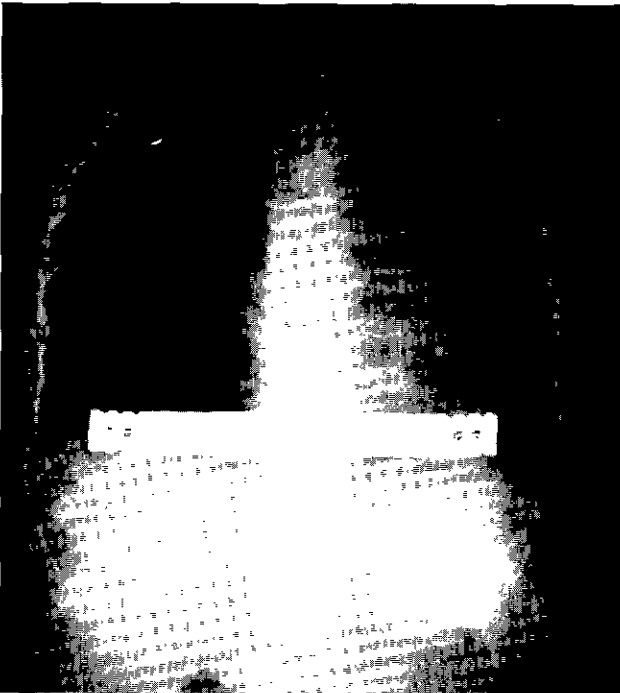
Post-operative X-ray finding of chest with Adkin's strut
